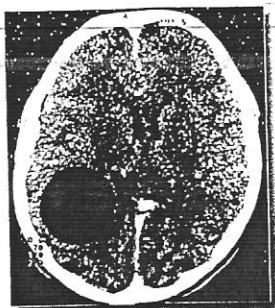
Chist hidatic primar temporoparietal drept (uniloculat) – CT cerebral nativ.
